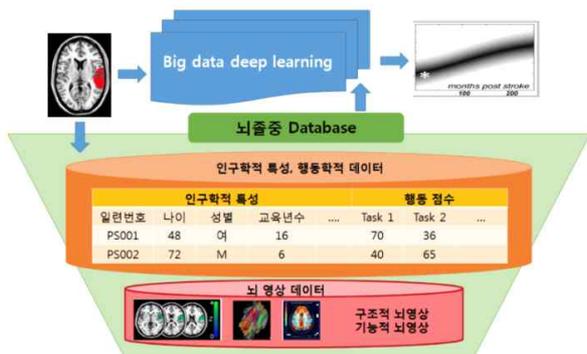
뇌졸중 예후예측의 위한 MRI영상을 사용하는 인공지능 시스템 개발 개요.
